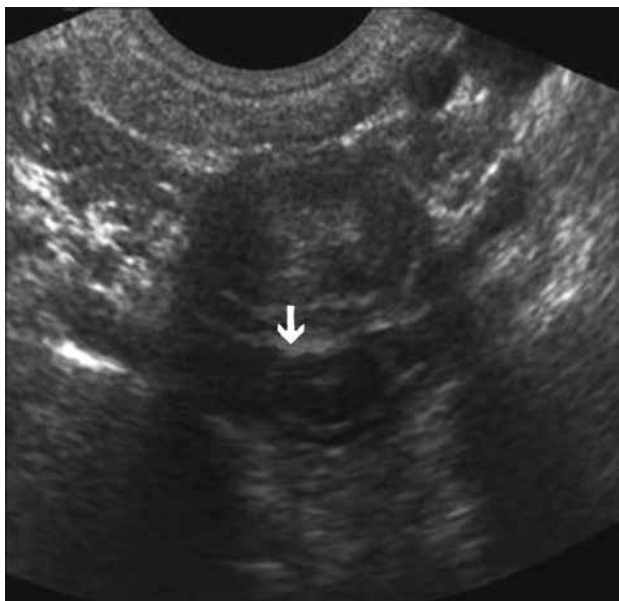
Медианная протрузия С4–С5. Стрелка указывает на медианное выпячивание диска с сохранением целостности фиброзного кольца. Отсутствие визуализации переднего дурального пространства
